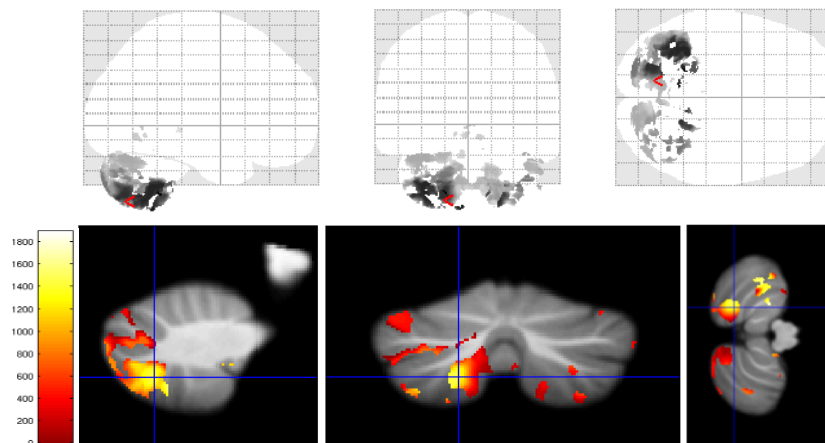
Gruppenvergleich zwischen den ALS-Patienten und Kontrollen. Im Glass Brain (oben) und MRT-Bild (unten) sind in drei verschiedenen Ebenen die Kleinhirnareale dargestellt, die bei ALS durch eine Abnahme der kortikalen Dichte gekennzeichnet sind. Die Farbskala am linken Rand zeigt die T-Werte der entsprechenden Voxel. TFCE-Analyse, unkorrigiert,  $p < 0,001$ .
